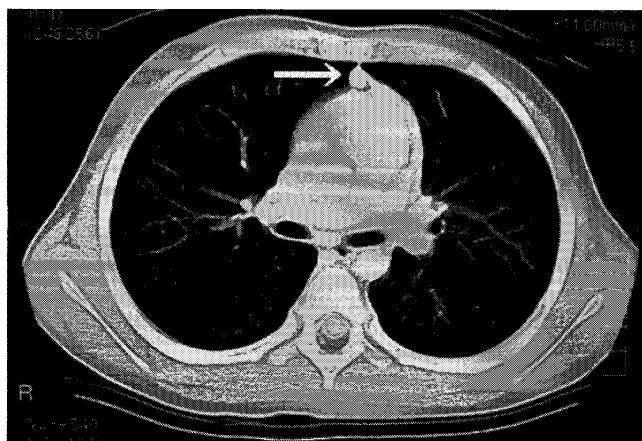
寛解後7ヵ月時胸部造影CT検査：右肺S3に5 mm大の造影効果を伴う腫瘍陰影を認める(→)。
